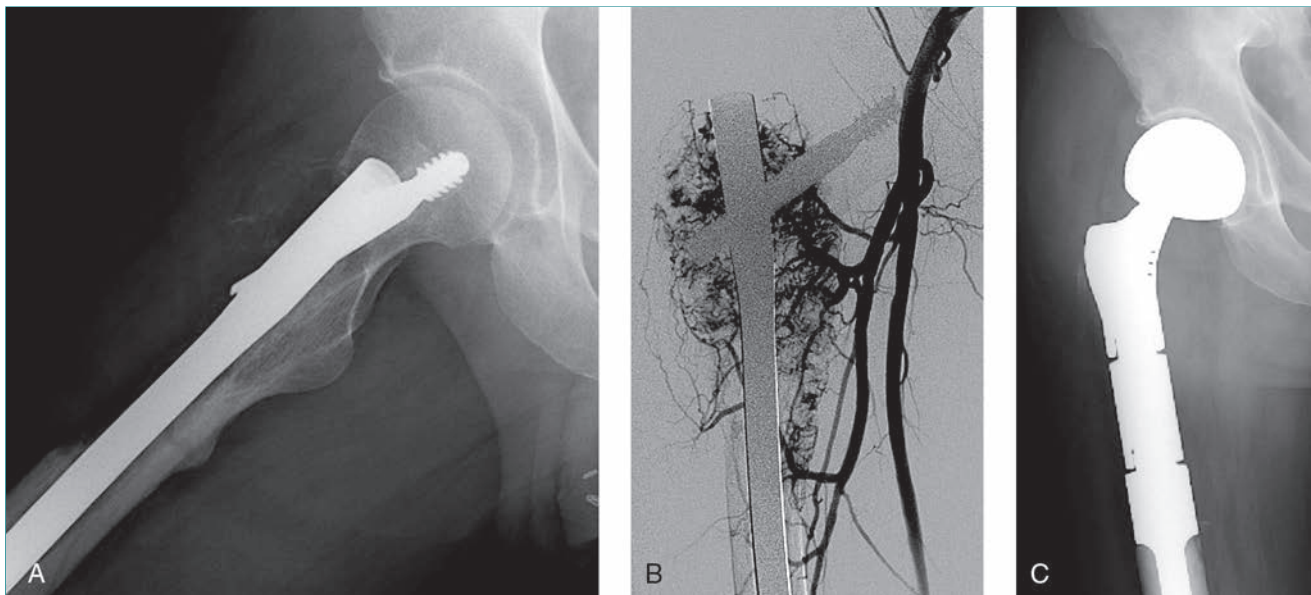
Estudios de imagen de un varón de 49 años con carcinoma renal metastatizante y progresión de la enfermedad muy dolorosa tras reconstrucción mediante enclavado intramedular en el fémur derecho. A, La radiografía lateral muestra la pérdida de la cortical anterior proximalmente. B, Antes de intentar un tratamiento de rescate del inminente fallo del implante se practicó embolización de los vasos nutricios, como se ve en la arteriografía. Esto debe hacerse sistemáticamente en los pacientes con metástasis de carcinoma renal, a menos que en la intervención se aplique un torniquete. C, La radiografía anteroposterior obtenida tras resección del fémur proximal muestra la reconstrucción del defecto con una megaprótesis cementada con componente acetabular bipolar.
